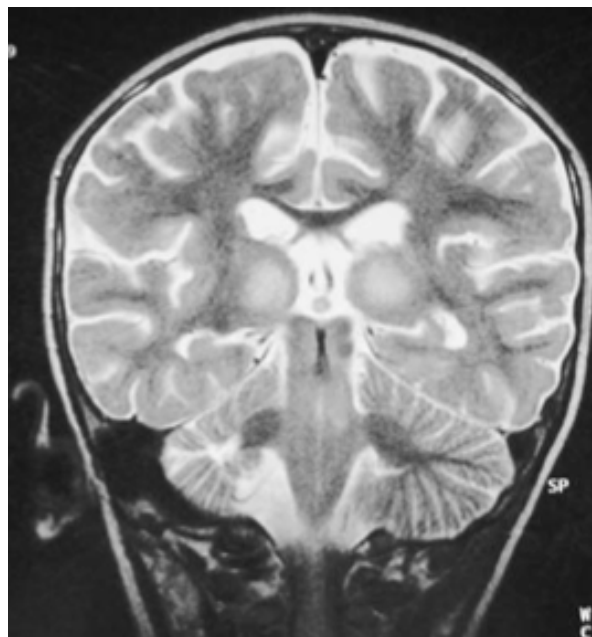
IRM en T2, coupe axiale. Même patient que figure 22. Disparition des lésions inflammatoires caractéristiques de l'encéphalomyélite aiguë démyélinisante.
